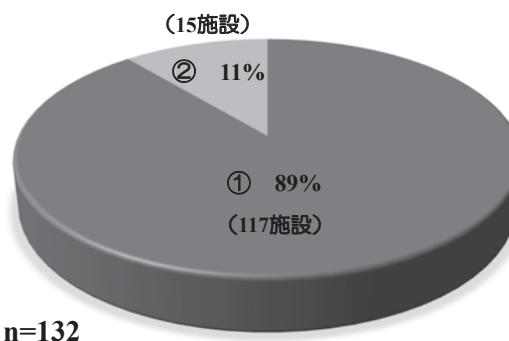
夜間・休日の緊急MRI検査の検査体制
